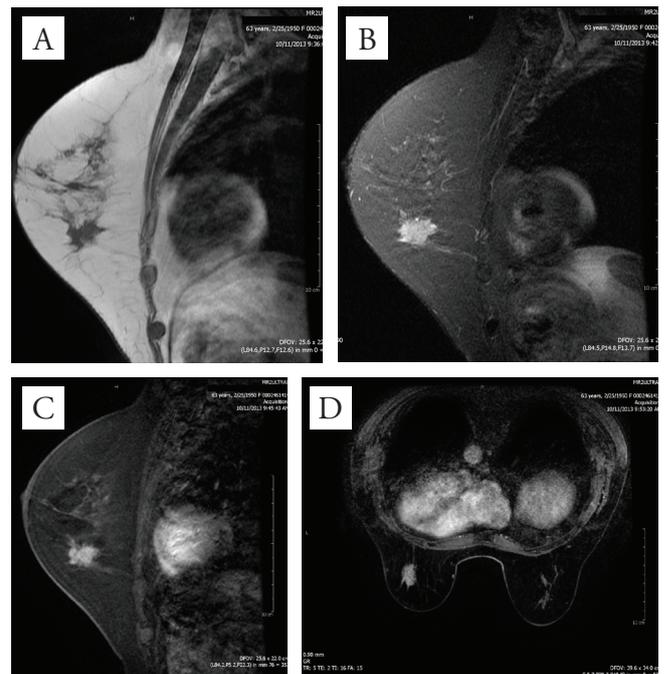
A ressonância magnética mamária na sequência ponderada T1 sem contraste (A) e na sequência ponderada em T2 com supressão de gordura já revelaram o nódulo (B). Este apresentou realce heterogêneo após o uso do contraste nas sequências T1 com supressão de gordura (C) e no axial tardio (D)
